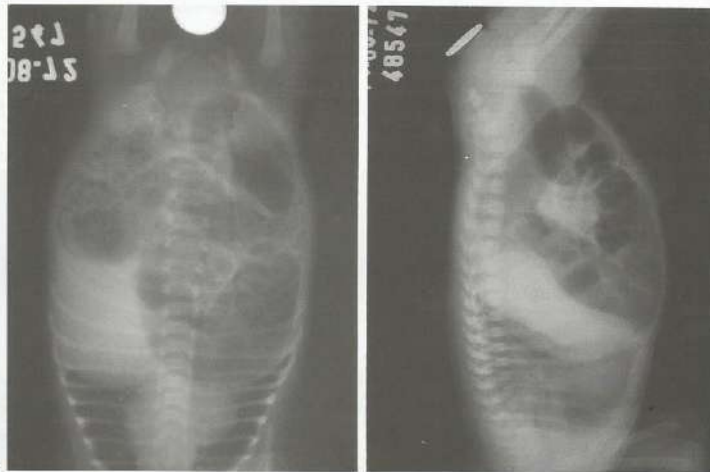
Imperfuração anal. Radiografia tóraco-abdominal de recém-nascido em AP (A) e em perfil (B) com marcador metálico na região anal. Observe a distância entre o gás do sigmóide e o marcador metálico. As radiografias devem ser obtidas com a criança de cabeça para baixo.
